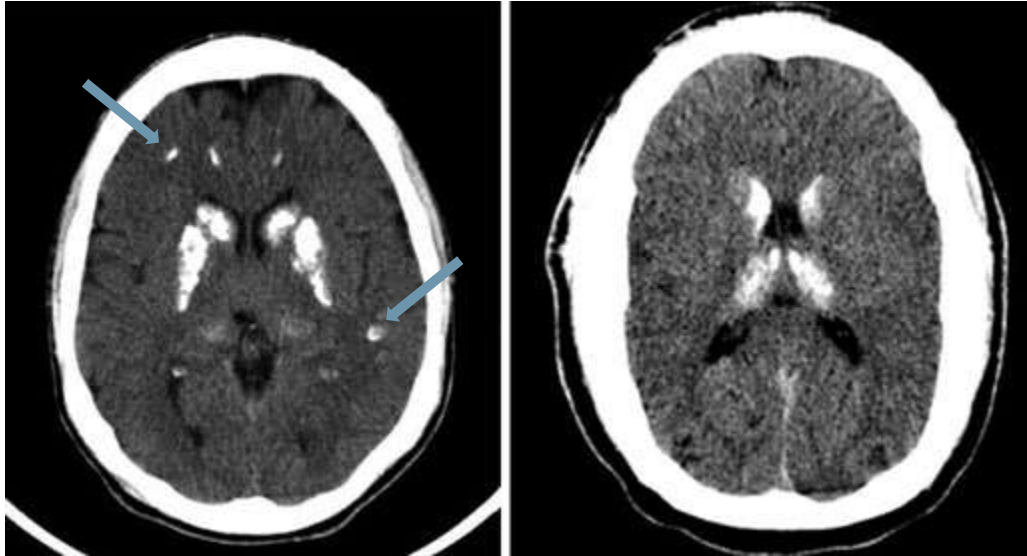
Tomografía de cráneo simple
